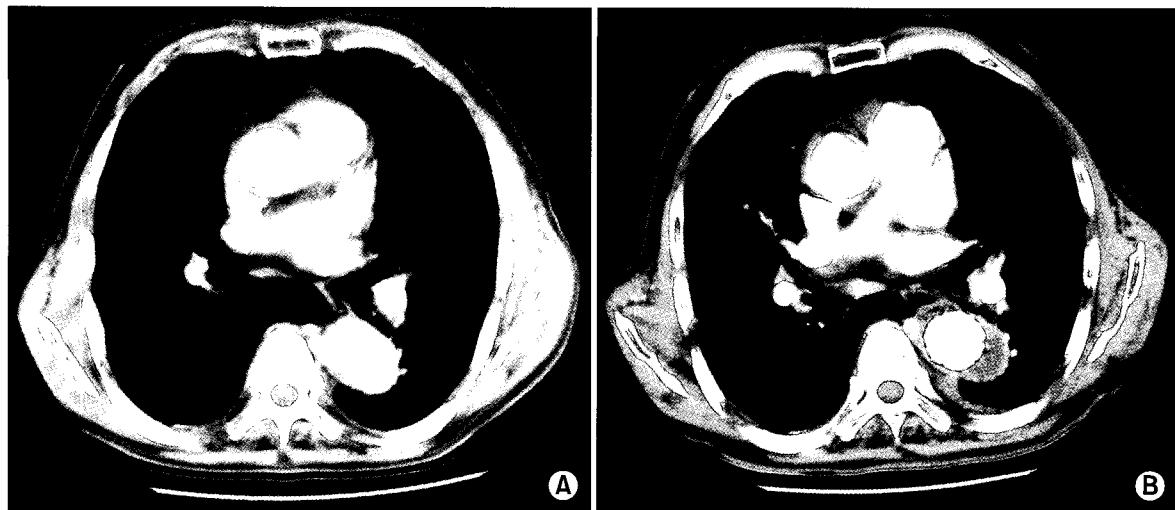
(A) Contrast-enhanced computed tomographic scan shows a saccular thoracic aortic aneurysm. (B) Follow-up CT scan 3 months after stent-graft deployment shows successful exclusion of the saccular aneurysm.
